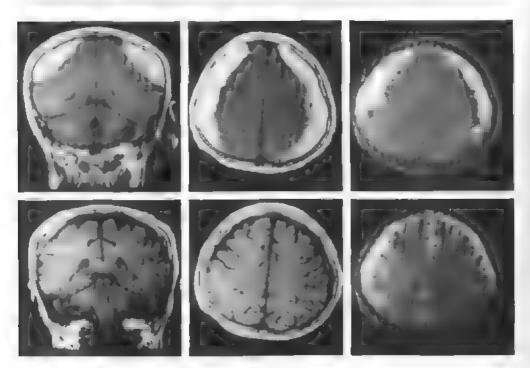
МРТ-динамика двусторонней ХСГ верхний ряд - во фронтальной и аксимнью плоскостях (в режиме Т1 и Т2) при поступлении, нажний ряд = 2 мес силл ві после двустороннего закрытого наружного дренирования -- полное исчезнове ле XCI с однои стороны и небольшая остаточная XCI с другои стороны.
